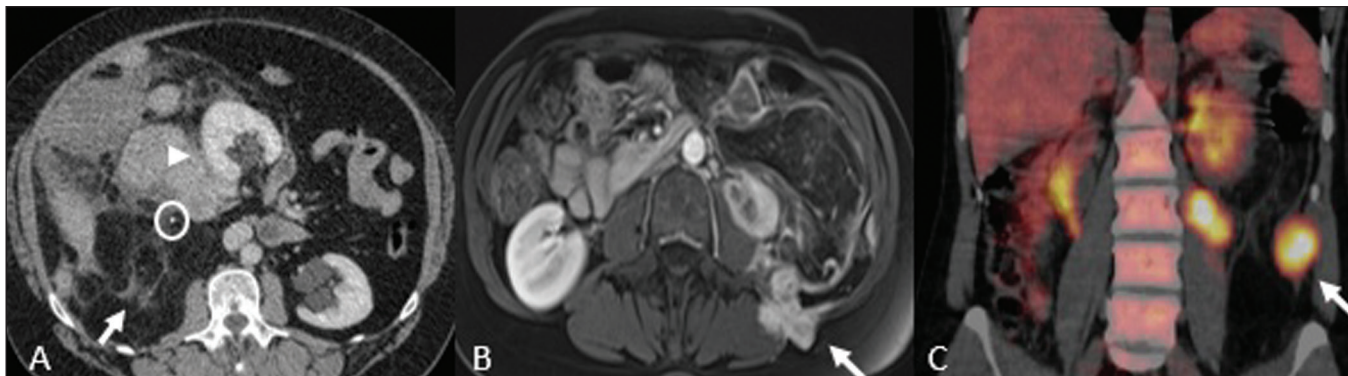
Lipossarcoma desdiferenciado. A: Homem, 58 anos. A imagem de TC demonstra lesão infiltrativa com componentes sólidos e adiposos (seta). Observa-se deslocamento do rim direito (cabeça da seta), inferindo localização no espaço pararenal posterior e foco de calcificação sugerindo desdiferenciação tumoral (círculo). B,C: Mulher, 44 anos. A imagem de RM ponderada em T1 com saturação de gordura e após injeção de contraste (B) demonstra lesão infiltrativa contendo gordura (perda de sinal) e nódulos infiltrando a parede abdominal (seta). Foi realizada biópsia percutânea dos nódulos por ultrassonografia e a ^{18}F -FDG PET/CT demonstrou hipermetabolismo (seta em C), correspondendo aos focos de desdiferenciação.
